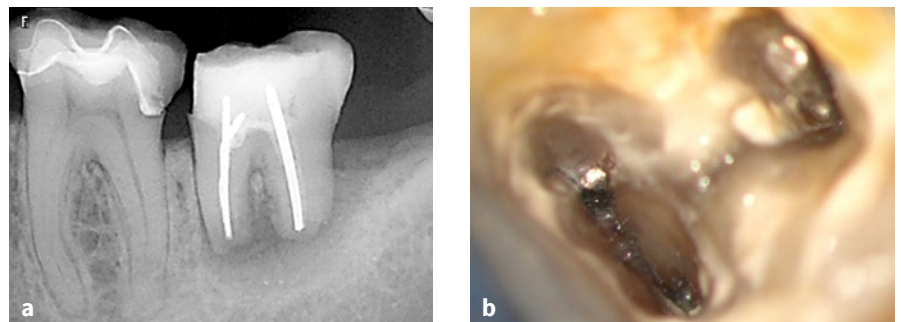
bis c Die Patientin verspürte nach Abschluss der Wurzelkanalbehandlung am Zahn 27 weiterhin Schmerzen auf Wärmereize. Zahn 27 mit radiografisch vollständiger Wurzelkanalfüllung (a). Nach der Entfernung der Aufbaufüllung konnten 3 mit Thermafil gefüllte Wurzelkanäle ermittelt werden (b). Im unbehandelten MB 2 ließen sich durchblutetes entzündetes Pulpagewebe (s. Pfeil) und die Ursache für die persistierenden Beschwerden nachweisen (c).
